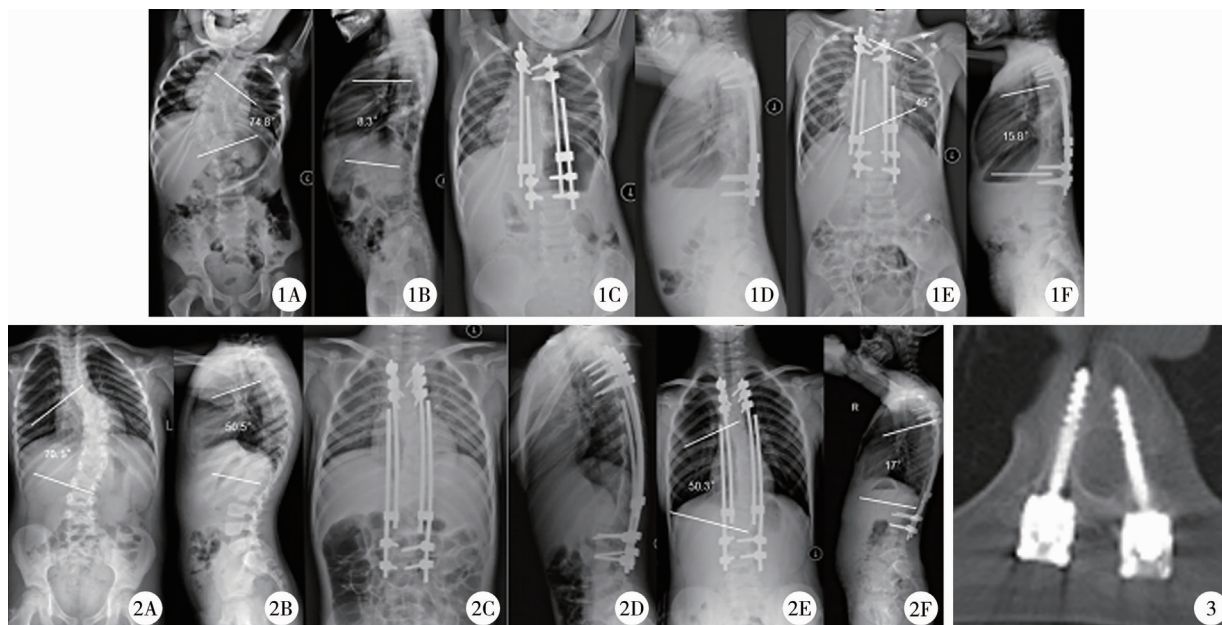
A组患者代表,女,先天性早发性脊柱侧凸,初次手术时2岁11个月,共8枚锚定点;1A、1B,术前正侧位X线片;1C、1D,初次术后正侧位X线片;1E、1F,末次随访(第2次撑开)正侧位X线片,最上端螺钉松动(如图3) 图2 B组患者代表,男,先天性早发性脊柱侧凸,初次手术时5岁10个月,共10枚锚定点;1A、1B,术前正侧位X线片;1C、1D,初次术后正侧位X线片;1E、1F,末次随访(第2次撑开)正侧位X线片 图3 螺钉松动
